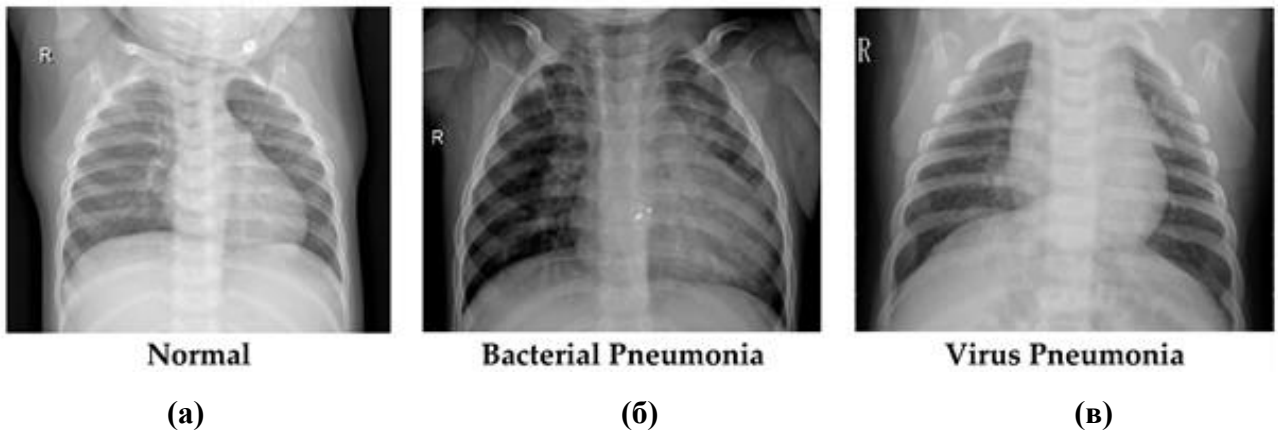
Рентгенівські зображення: (a) прозорі легені без аномального помутніння; (b) бактеріальна пневмонія, що демонструє консолідовану частку рідини в правій верхній частині зображення; (c) вірусна пневмонія, що проявляється дифузними інтерстиціальними рисунками в обох легенях [88]
